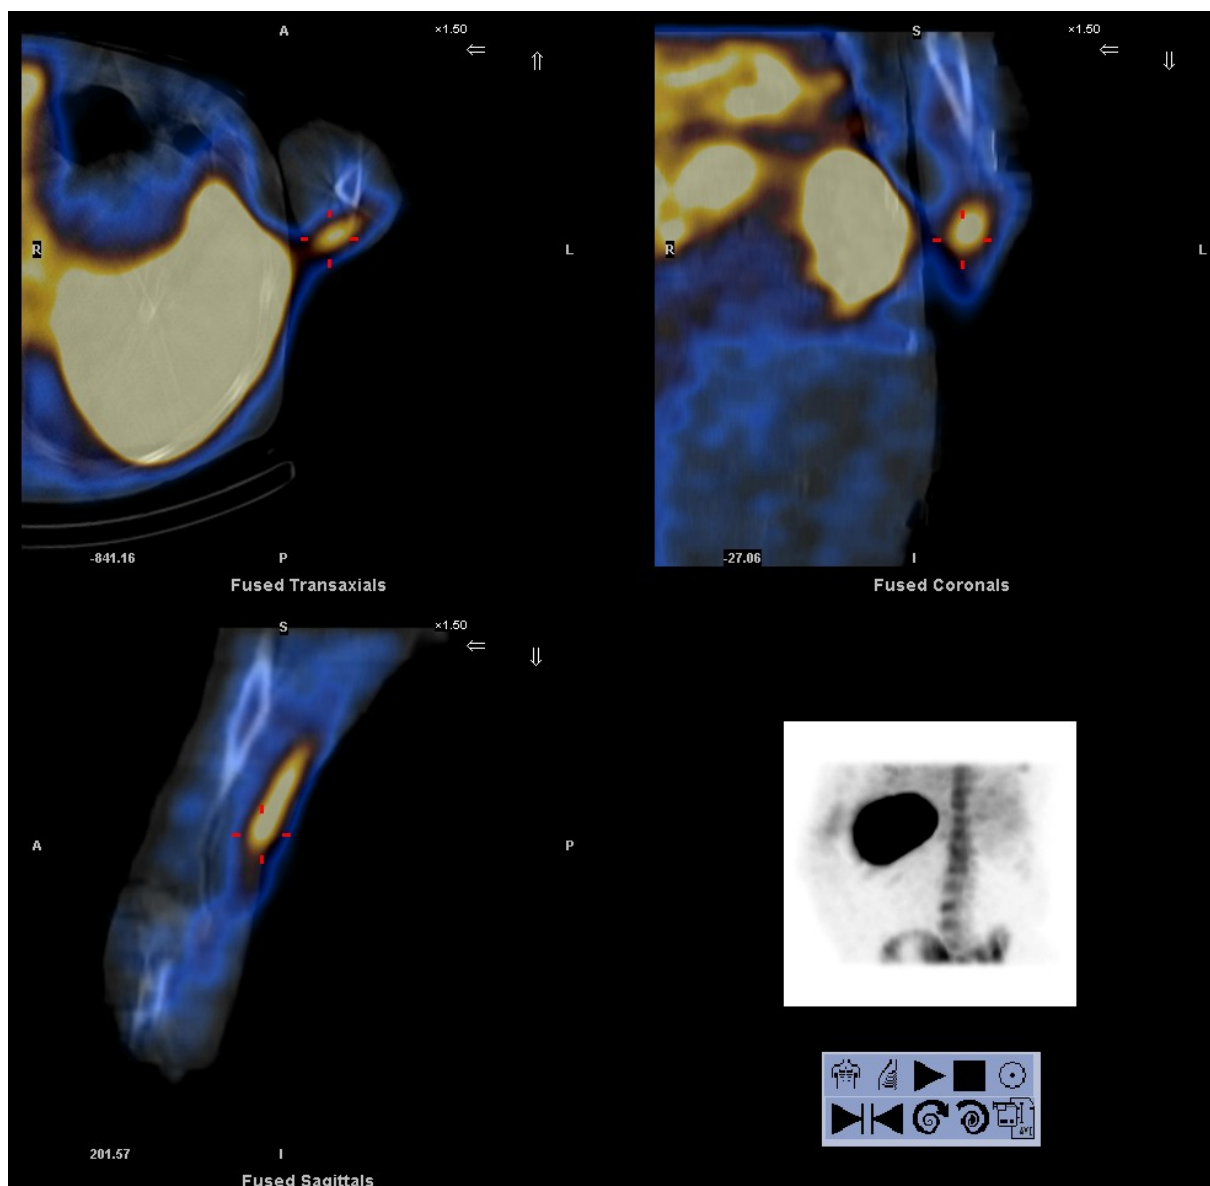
Infikovaný arteriovenózní graft zobrazený pomocí CT
